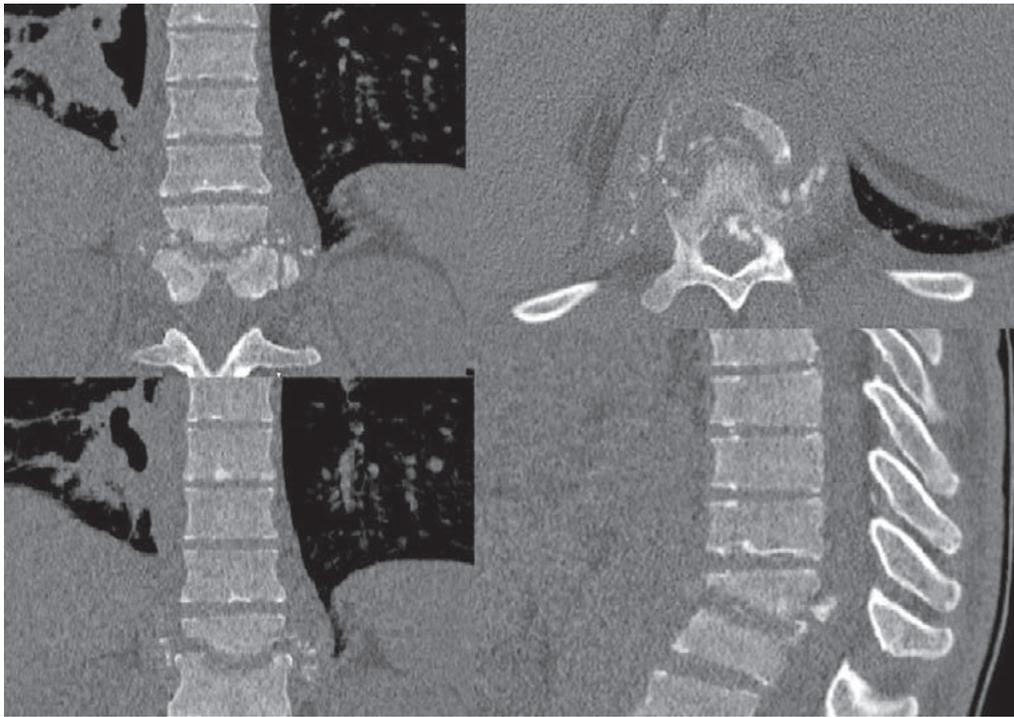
Спондилит B.3.2 у пациента 30 лет. В анамнезе ВИЧ, вирусный гепатит С и инфузионная наркомания. Спондилит Th12-L1 с развитием деструкции тела позвонка L1 и формированием кифотической деформации (более 25°) грудно-поясничного перехода
